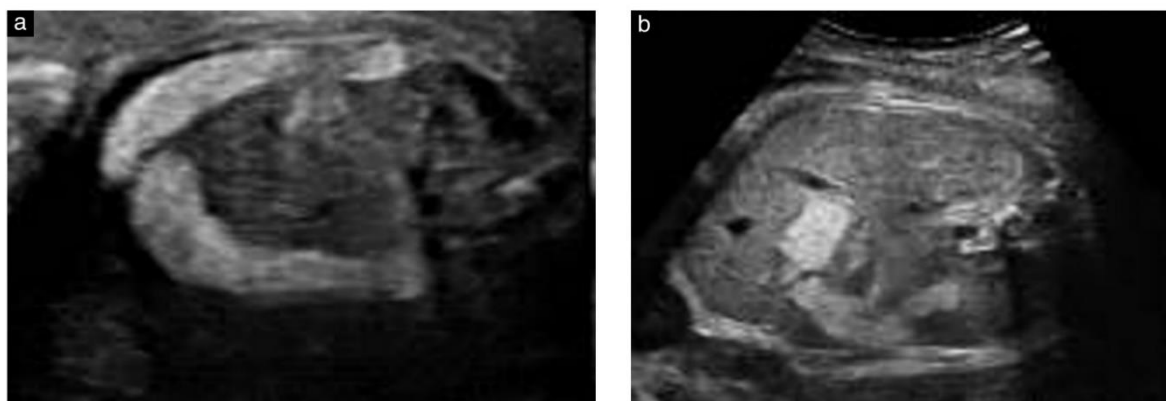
Axial ultrasound images of Case 9 at 32 weeks' gestation (a) and Case 8 at 33 weeks (b), showing typical examples of hyperechoic fetal colon contrasting with the hypoechoic colon normally observed.
